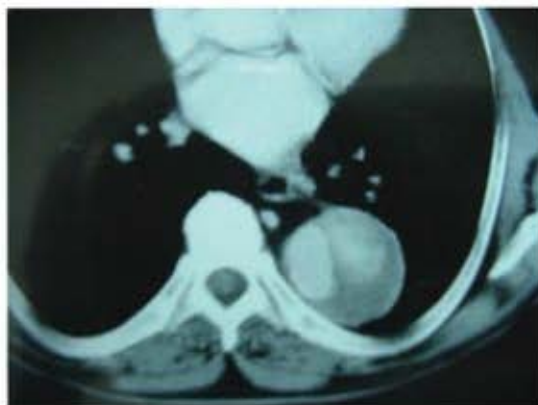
Tomografia multidetector de tórax com *flap* na aorta e clara diferenciação entre falsa e verdadeira luz.
